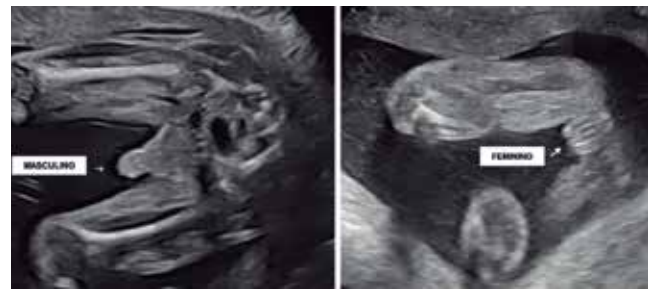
Aspecto habitual da genitália fetal masculina e feminina na ultrassonografia de segundo trimestre
